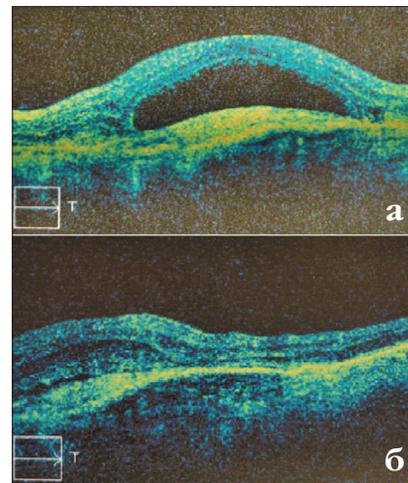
Оптическая когерентная томография пациента Л. до начала терапии Пегаптанибом (а) и по её окончании (б). Жидкость, продуцируемая хориоидальной неоваскуляризацией под нейроэпителием, по большей части исчезла, что привело к уменьшению толщины макулы
